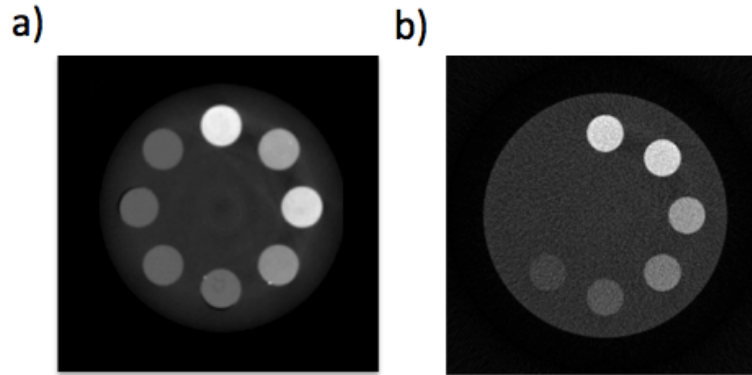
Imágenes del maniquí de calibración reconstruidas a partir de los datos obtenidos experimentalmente en el micro-CT (a) y de la simulación Monte Carlo (b).
